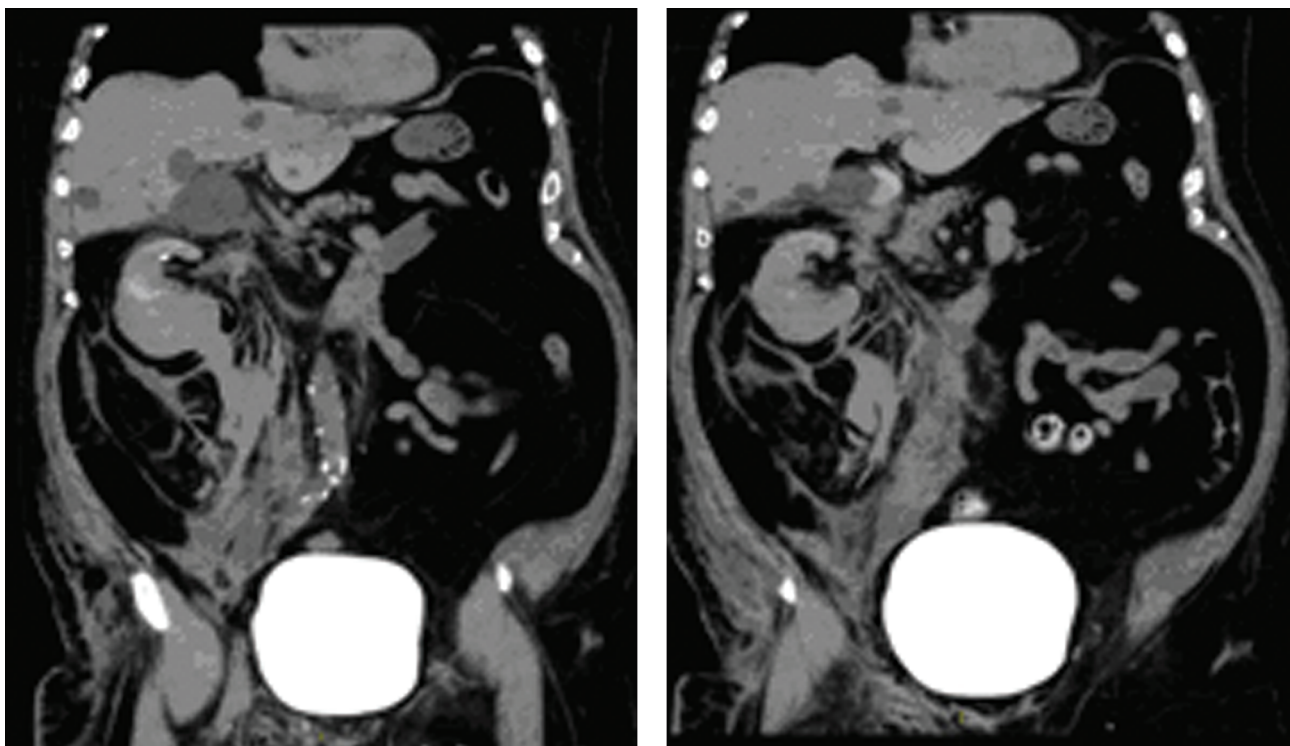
Hemorragia retroperitoneal detectada por tomografia de abdome e pelve.
